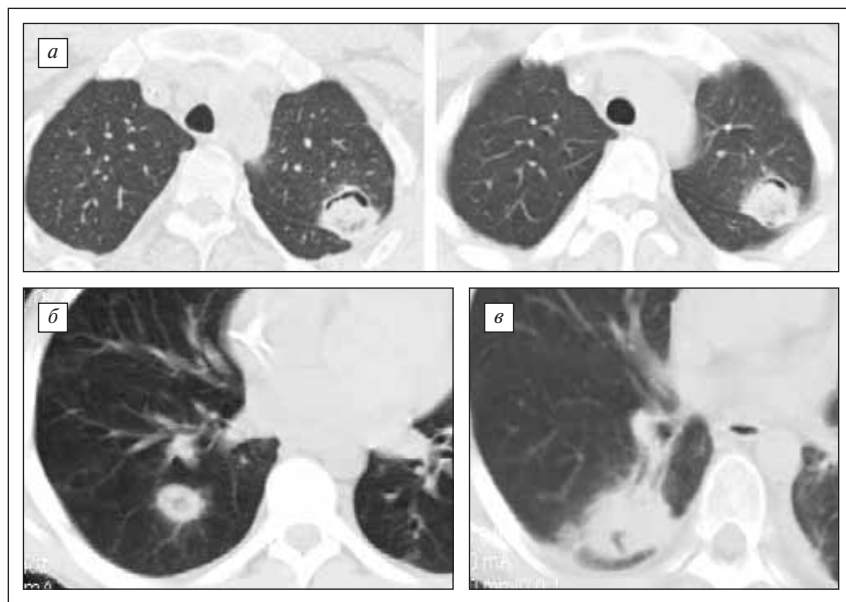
Инвазивный аспергиллез. Компьютерные томограммы.
